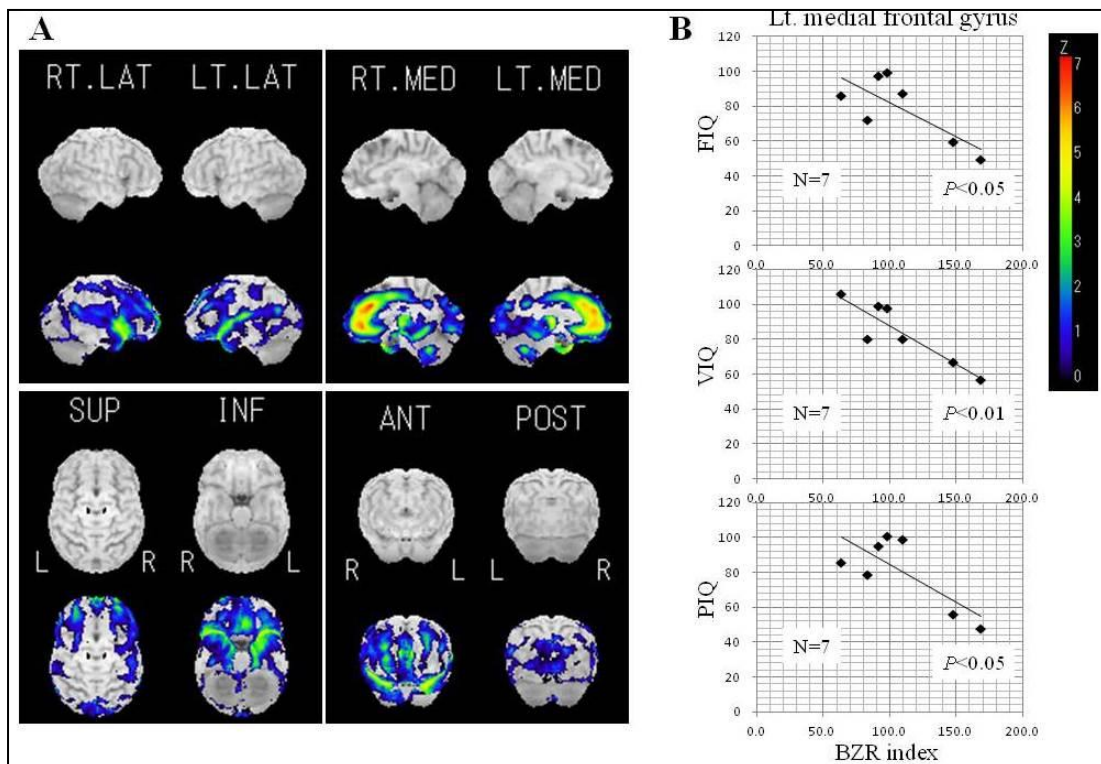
外傷後高次脳機能患者におけるフルマゼニル PET 画像
